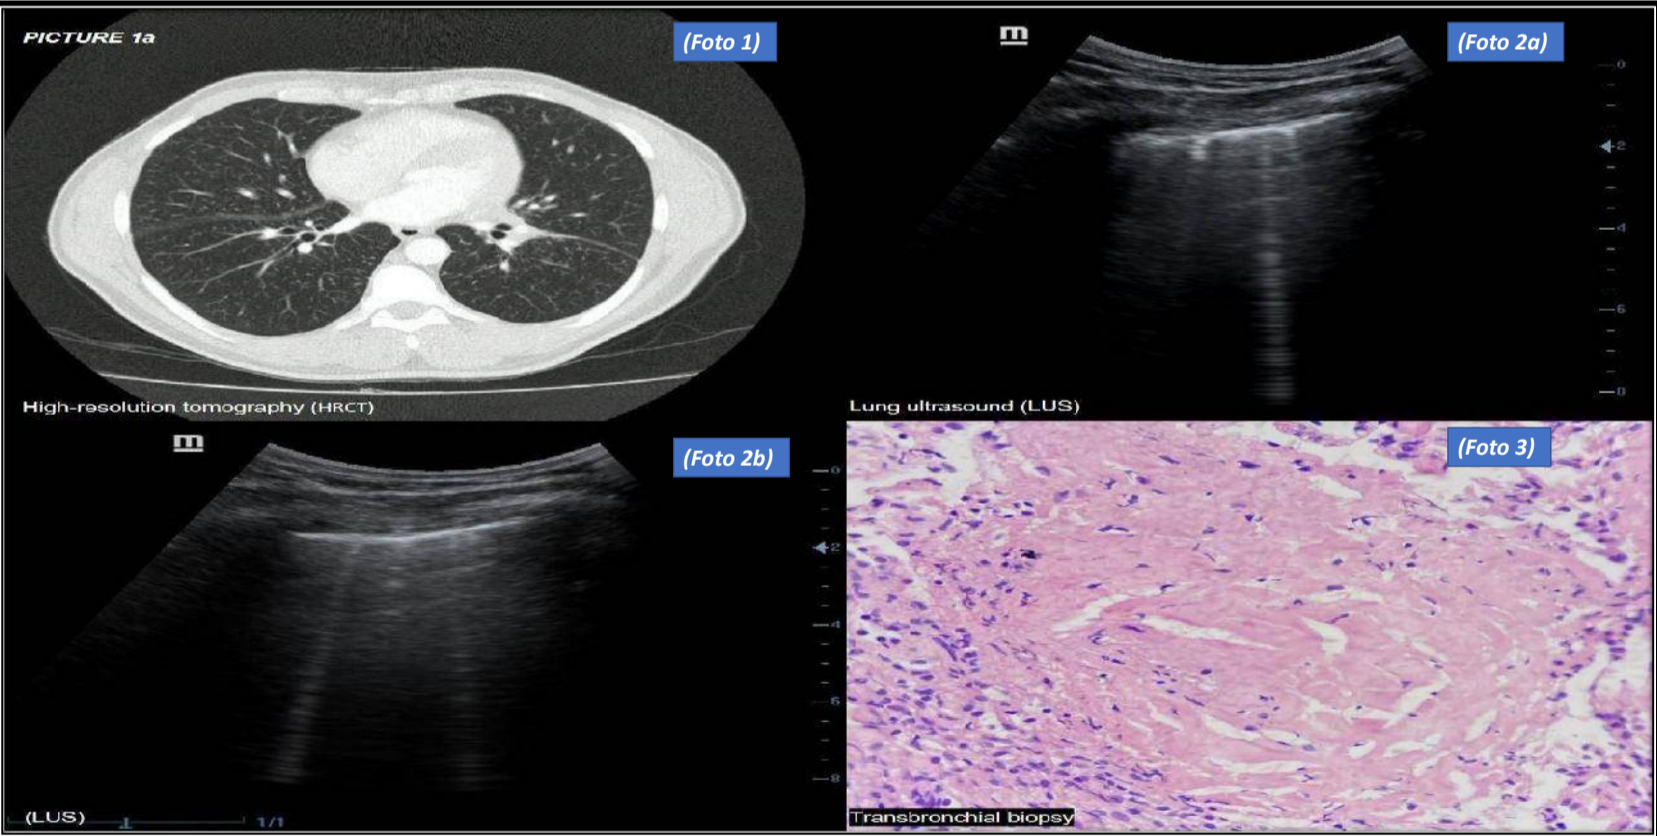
USP mostró múltiples líneas B en más de 2 zonas de exploración, bilateralmente, compatible con síndrome intersticial (Foto 2a) (Foto 2b), hallazgos confirmados por TC de Tórax (Foto 1). La biopsia transbronquial mostró granulomas sin necrosis compatibles con sarcoidosis (Foto 3).
